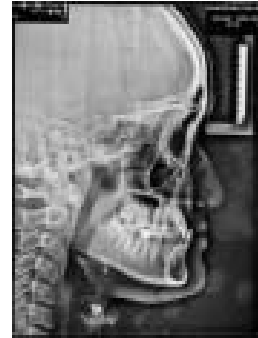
Cephalometric radiographs before treatment
